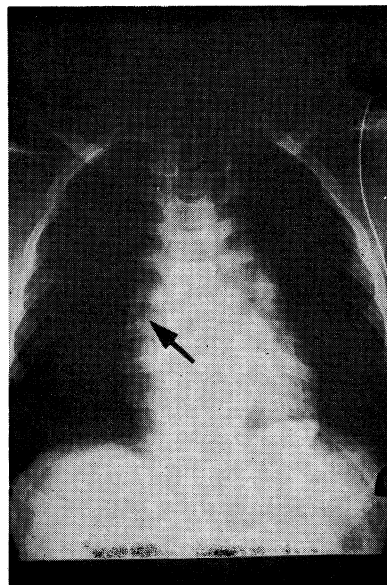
Chest x-ray film (post operation) shows a marked stenosis in the right main bronchus.
